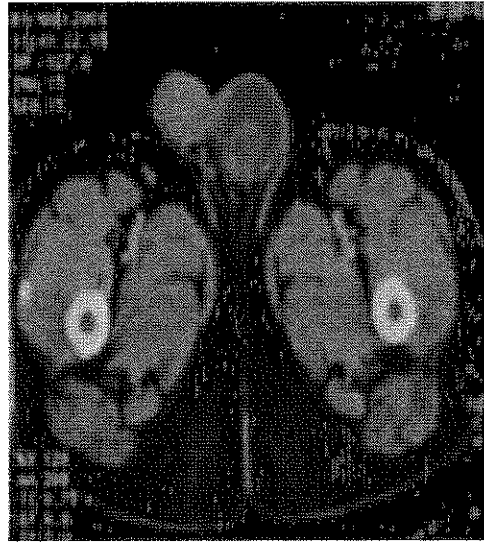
TDM pelvienne : formation tissulaire superficielle de la racine de l'aîne gauche.
